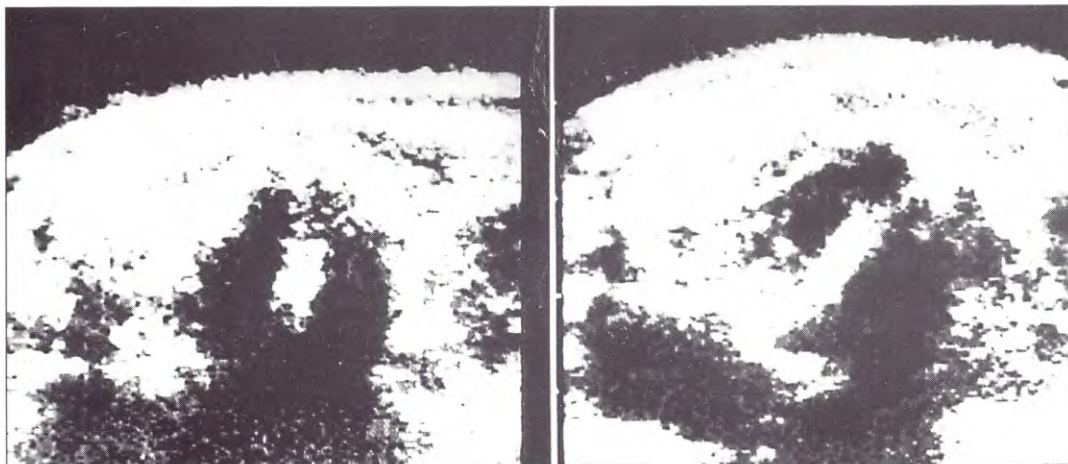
Ecografía espinal en un lactante con Diastematomielia.
